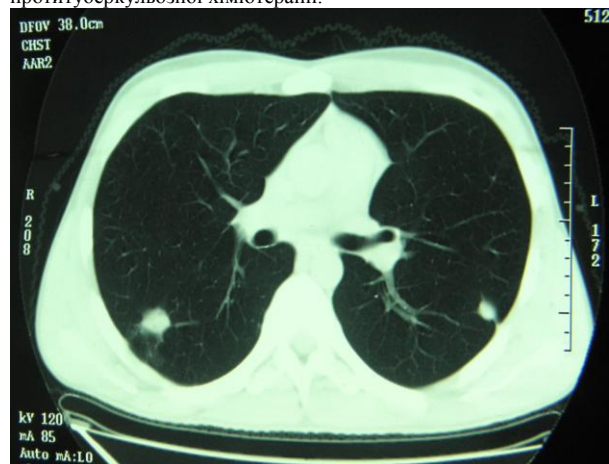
КТ ОГК хворого А. на фоні протитуберкульозної терапії з урахуванням чутливості МБТ та ПП.
